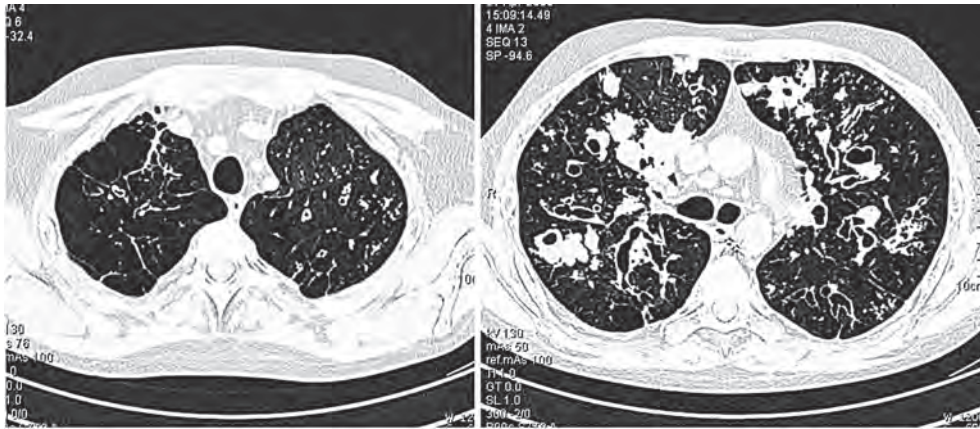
Фрагмент компьютерной томограммы органов грудной клетки больного Л., 30 лет: субплевральные буллы, множественные бронхоэктазы, выраженная перибронхиальная инфильтрация
